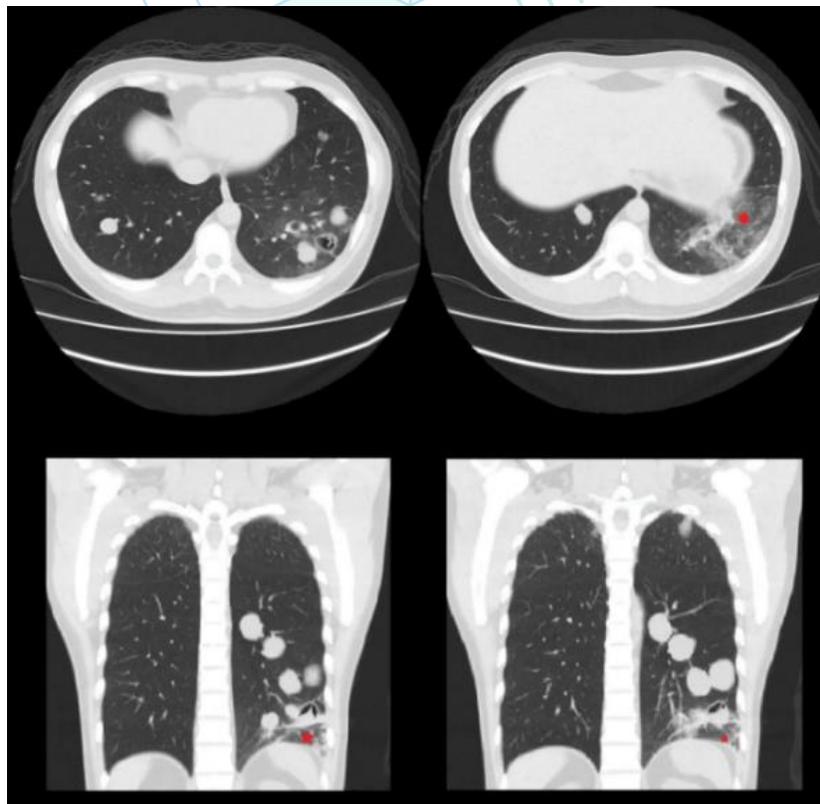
Tomografía torácica no contrastada. Se muestra una consolidación basal izquierda posterior izquierda.
